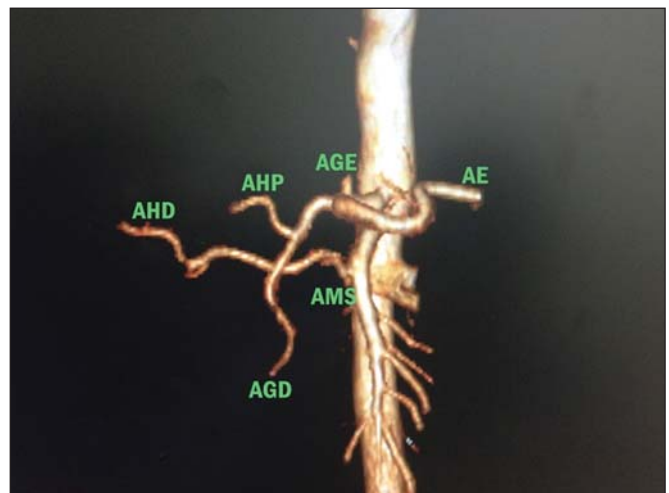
TC contrastada em volume rendering demonstra anatomia normal do tronco celíaco, composto pelo trinômio arterial: artéria gástrica esquerda (AGE), artéria esplênica (AE) e artéria hepática comum (AHC).
